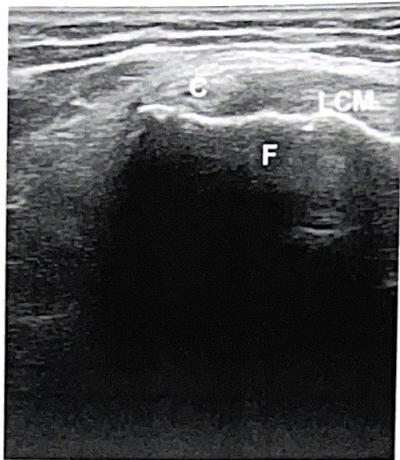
Long axis scan of the medial collateral ligament. Normalization of the ultrasound picture. It is the site of the calcification which no longer appears identifiable.
